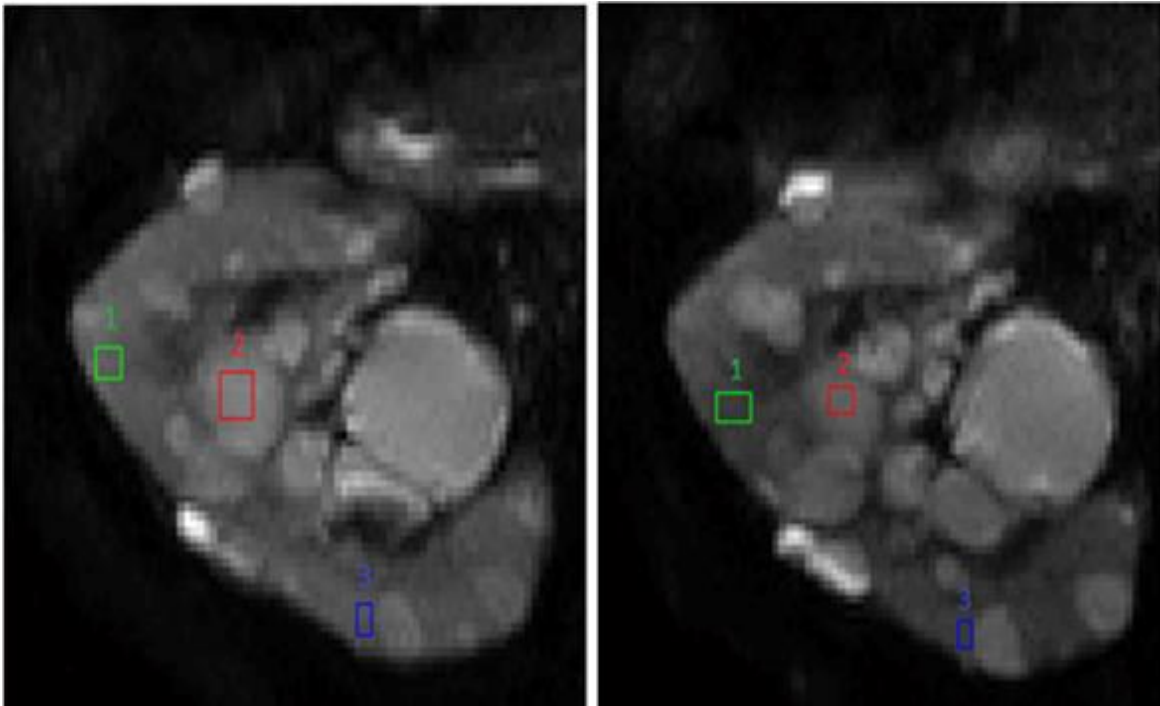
immagini DWI di una paziente con ADPKD in stadio 1-2. A sinistra acquisizione al tempo t2 (Luglio 2010), mentre a destra l'acquisizione al tempo t3. Esempio di selezione delle ROI nelle stesse regioni.
